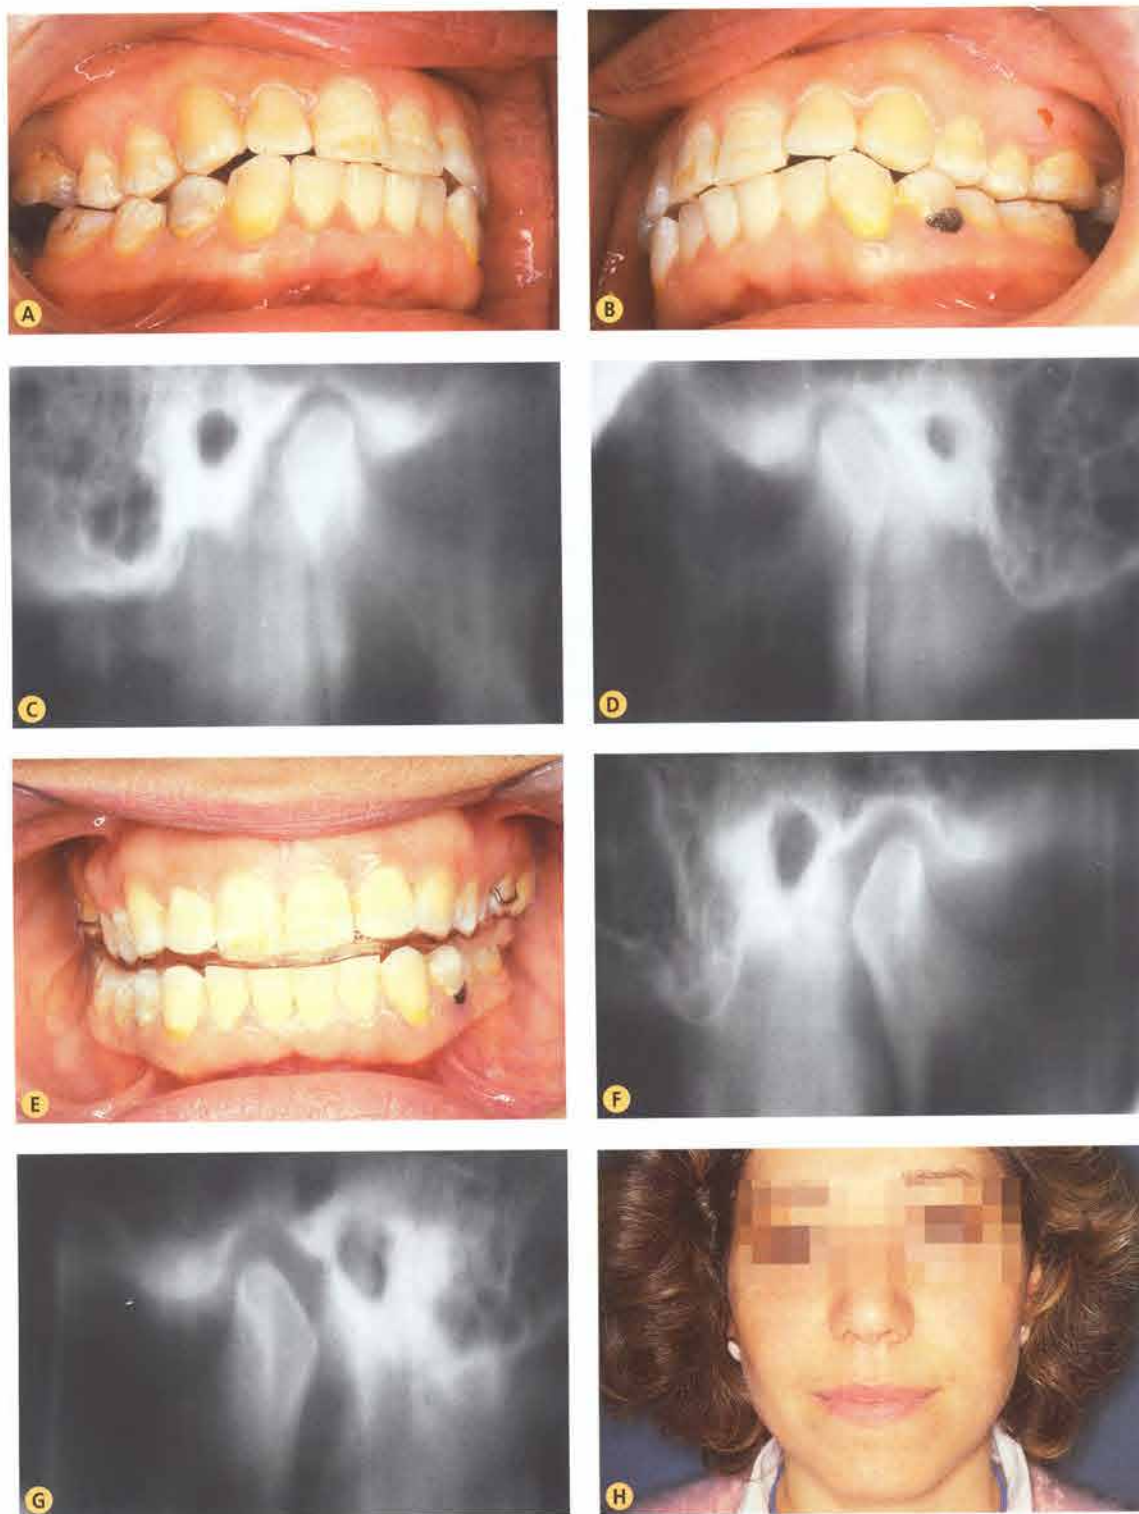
A-B. Occlusione pretrattamento. C-D. Tomografie a bocca chiusa pretrattamento. E. Occlusione con placca di riposizionamento. F-G. Tomografie di controllo con placca in bocca. H. Visione frontale della paziente pretrattamento.
